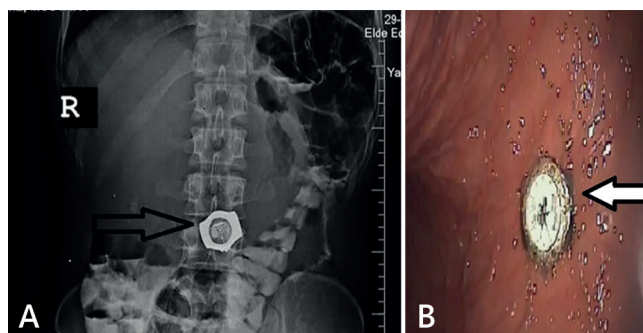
A) Radiografia simples abdominal mostrando um relógio; B) imagem endoscópica do relógio no estômago
